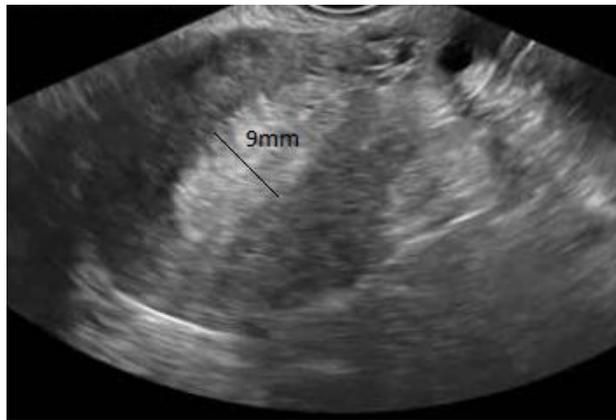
Sonography in ostmenopausal Bleeding.GOLDSTEIN, Steven R. J Ultrasound Med. 2012; 31:333 – 336.
